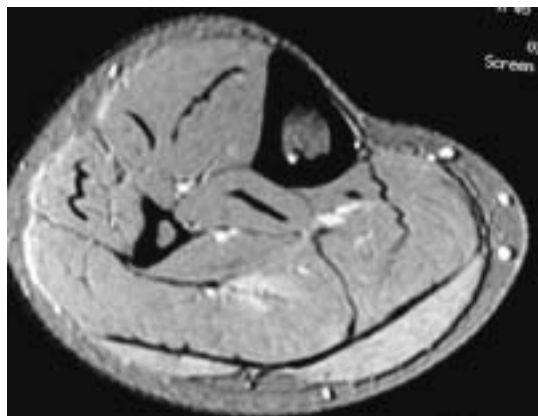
Imagen de elongación en la resonancia magnética. Corte axial de la pantorrilla en T1, saturación de grasa tras inyección intravenosa de contraste paramagnético. Pequeña hiperseñal sin colección situada en la parte profunda y lateral del músculo sóleo.
